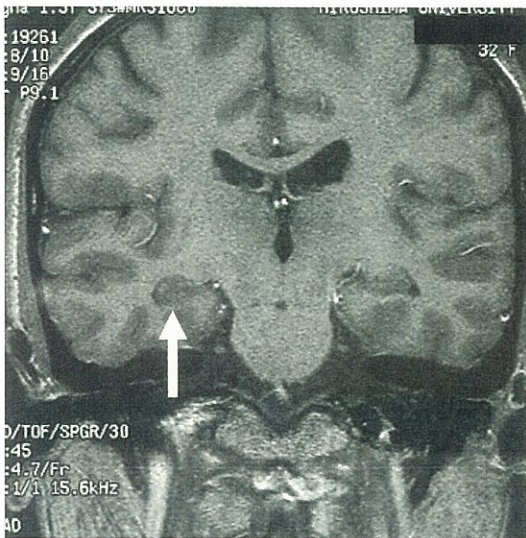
T1 強調MRI、右海馬の萎縮が認められる(矢印)。左に比較して右側頭葉全体もやや小さい。
